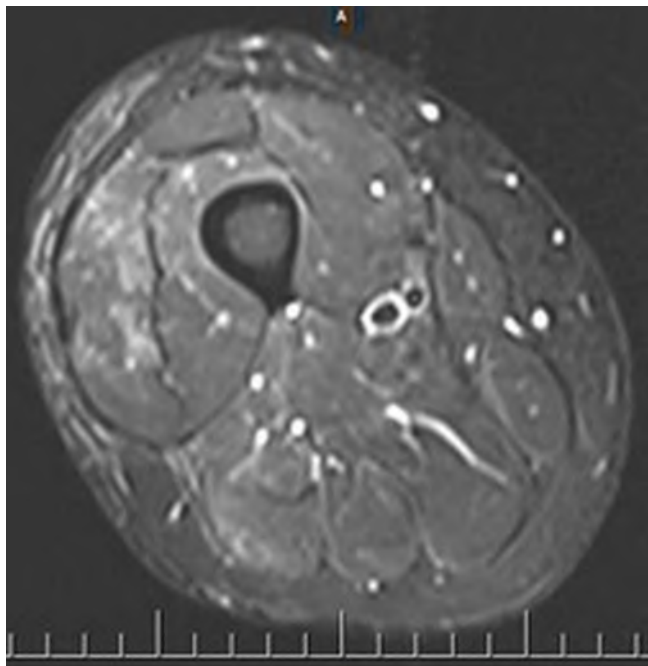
Ressonância magnética (RM) da coxa direita do paciente no corte axial na sequência T1 FAT SAT com contraste demonstrando ausência de áreas de realce anômalo pelo contraste, sem evidência de recidiva local da lesão sarcomatosa após o tratamento cirúrgico.
